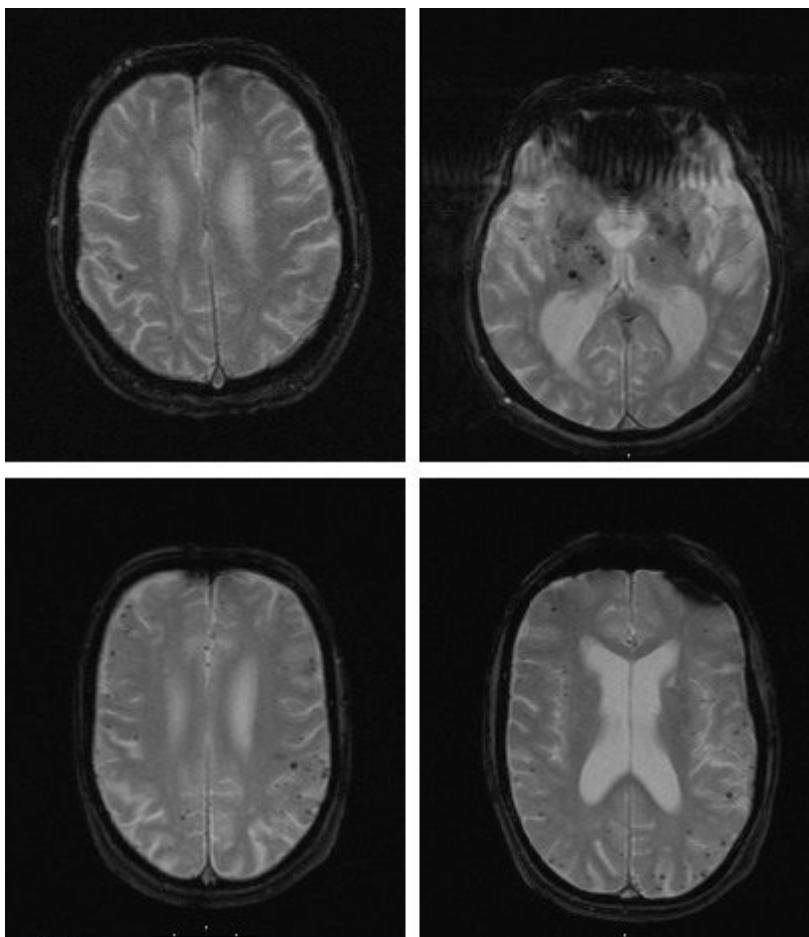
Zerebrale Mikroblutungen (CBM) in Magnetresonanztomographie T2* Bildern.
